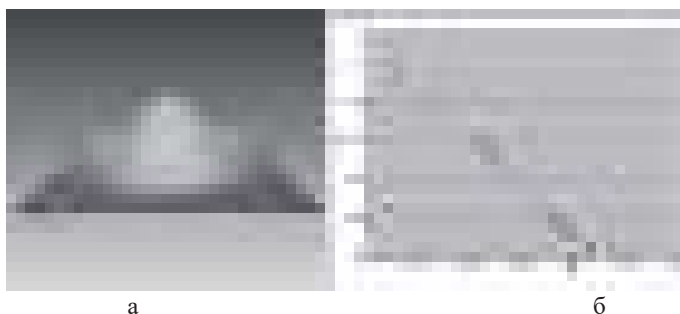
Деформація полігональної поверхні екструзивним інструментом: а) деформована полігональна поверхня; б) графік функції $S = 3w^2 - 2w^3$, які задають характер деформації
